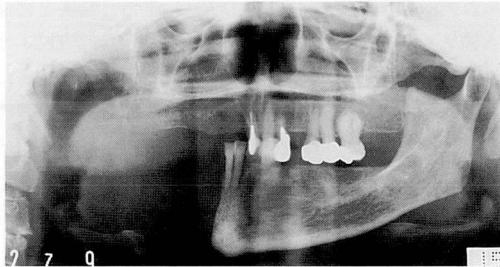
A 症例12. 下顎骨部分切除術直後のパノラマX線写真. 残存下顎骨に異常所見は認められない.
